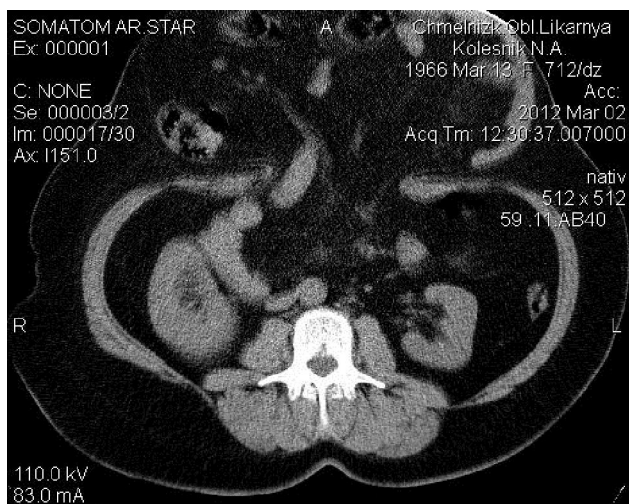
Пупкова грижа гігантських розмірів у хворой К. Розміри грижового мішка значно перевищують діаметр грижового дефекту. Комп'ютерна томограма.
